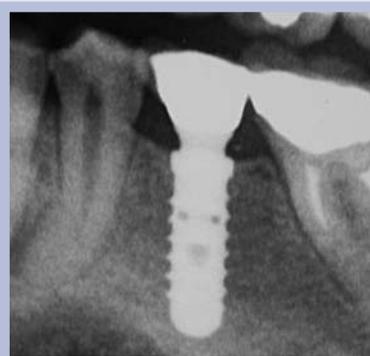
Follow-up a 7 anni, controllo radiografico
